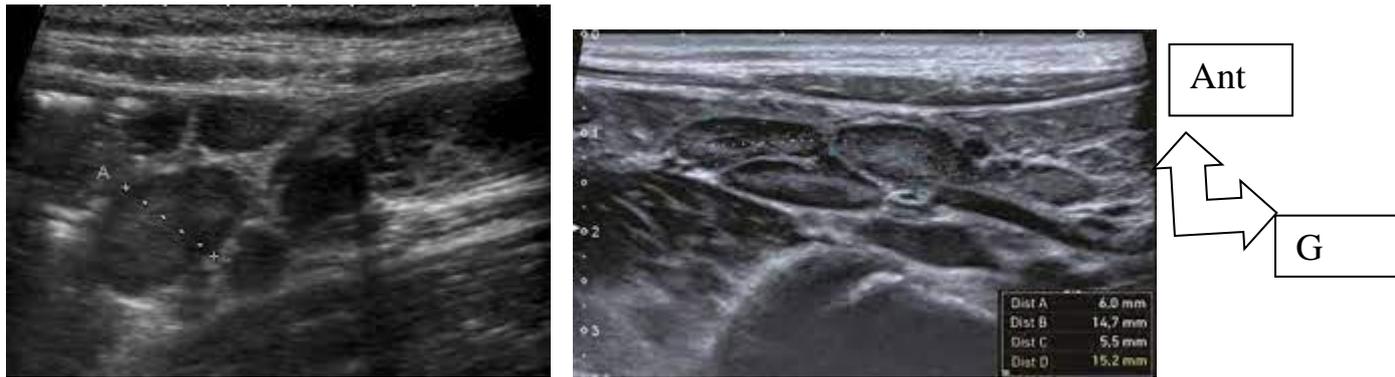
image échographique des adénopathies
